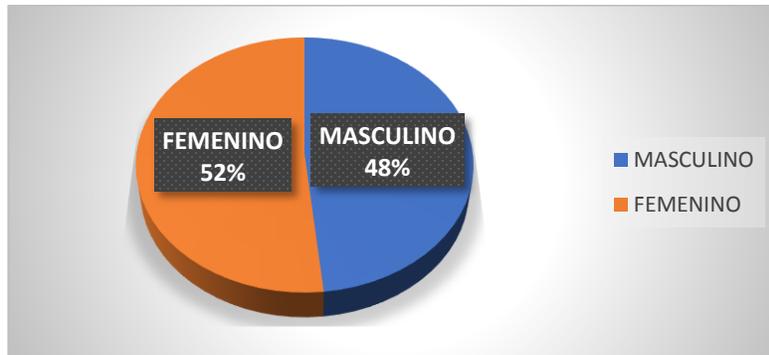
Tomografías de Cráneo Completo de acuerdo al Género
